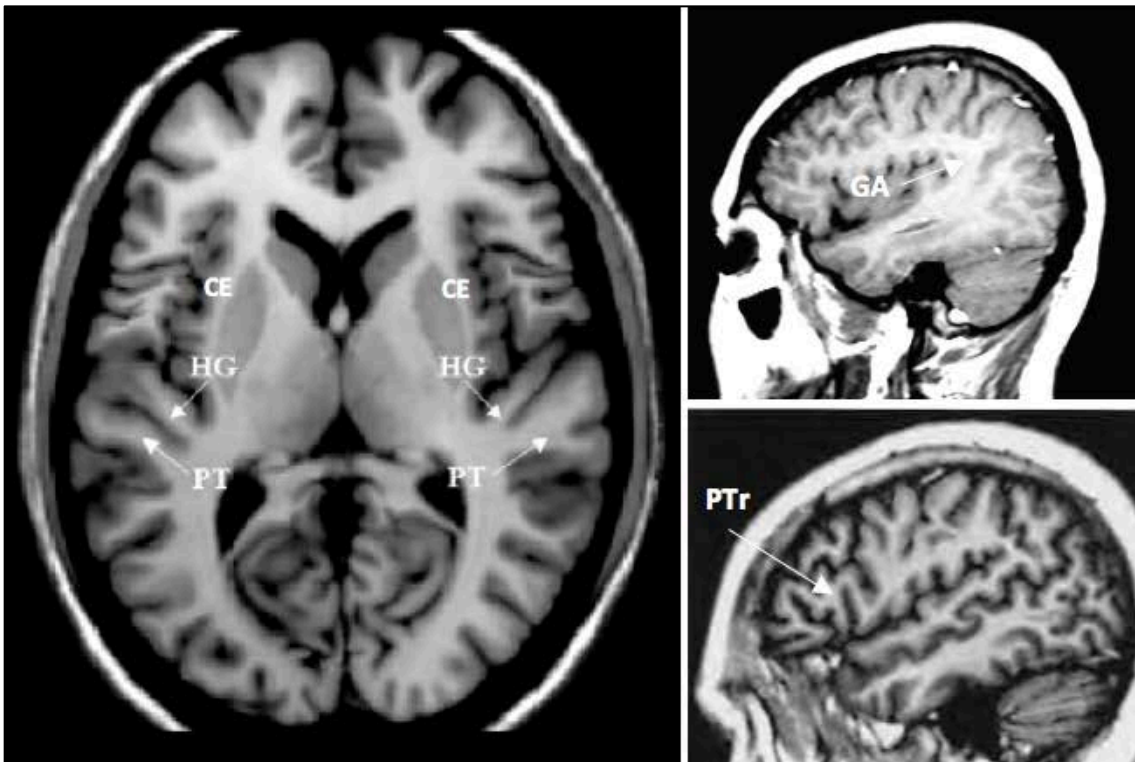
RM de archivo que muestran distintas estructuras relacionadas con el lenguaje: HG: Giro de Heschl, PT: Plano Temporal, CE: Cápsula extrema, GA: Giro angular, PTr: Pars Triangularis
